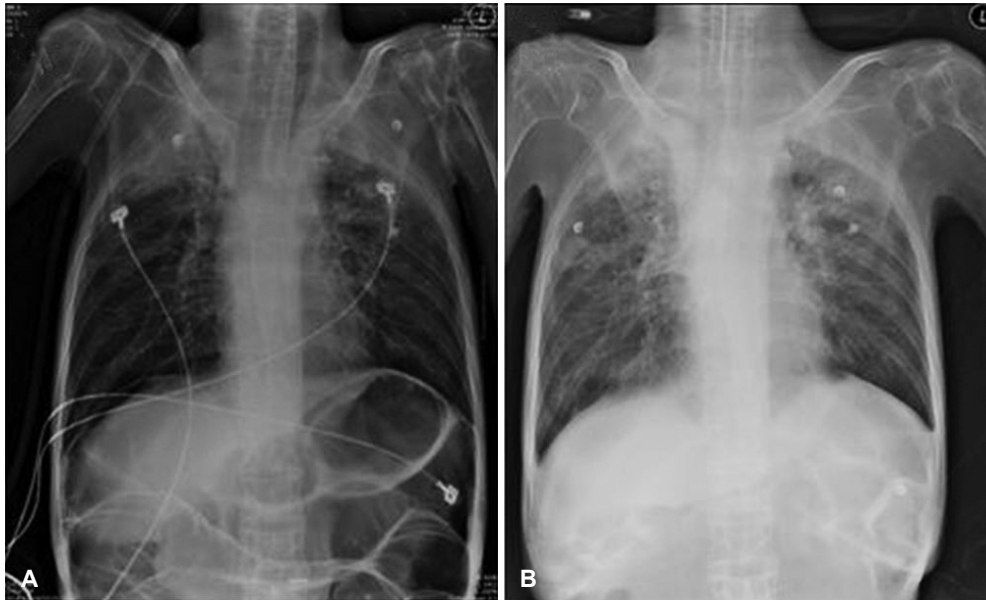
Chest X-ray: There are markedly distended small bowel and large bowel (A). After endotracheal intubation, abdominal distension and respiratory discomfort resolved quickly (B).
